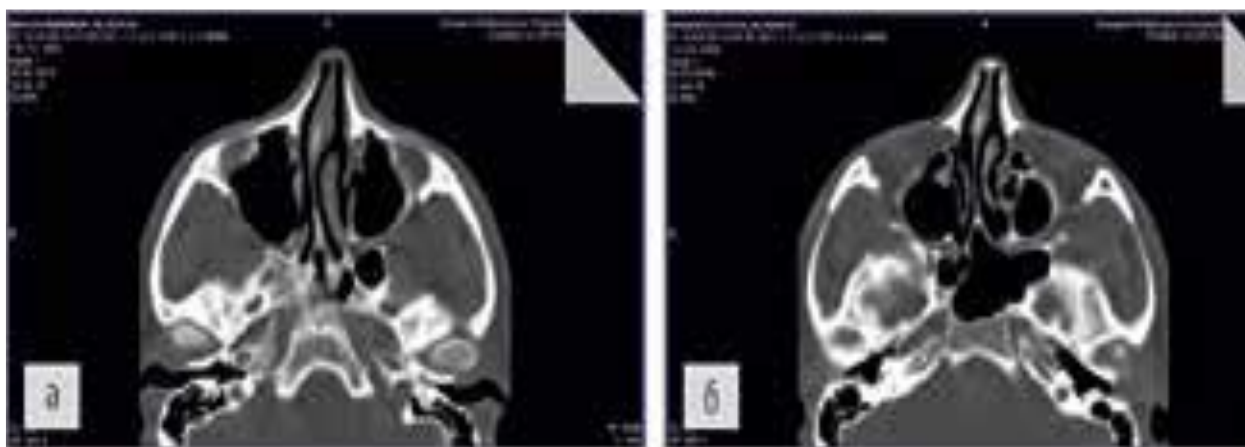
Компьютерно-томографические изображения (аксиальная проекция): а, б – определяется искривление перегородки носа вправо при одновременном отклонении костной пирамиды носа влево
